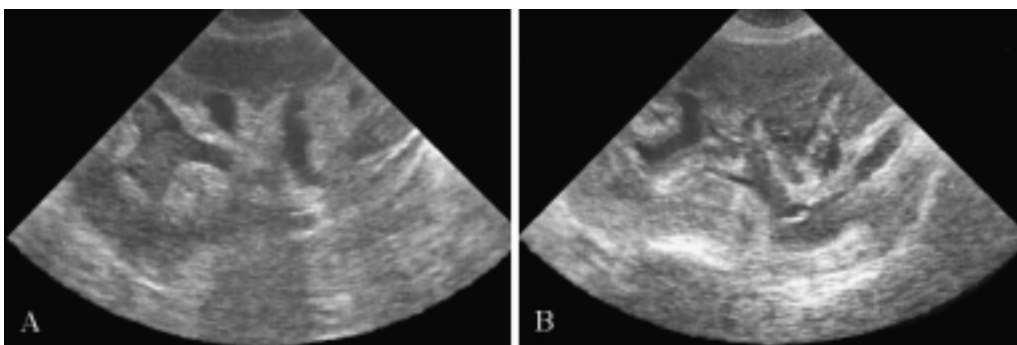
Caso 2. Ecografia del rene trapiantato in fossa iliaca sinistra. A) Esame basale che dimostra una massa ecogena entro il gruppo caliceale superiore moderatamente dilatato. B) L'esame ecografico dopo una settimana di terapia antifungina mostra persistenza di scarso materiale ecogeno nella pelvi lievemente dilatata.
